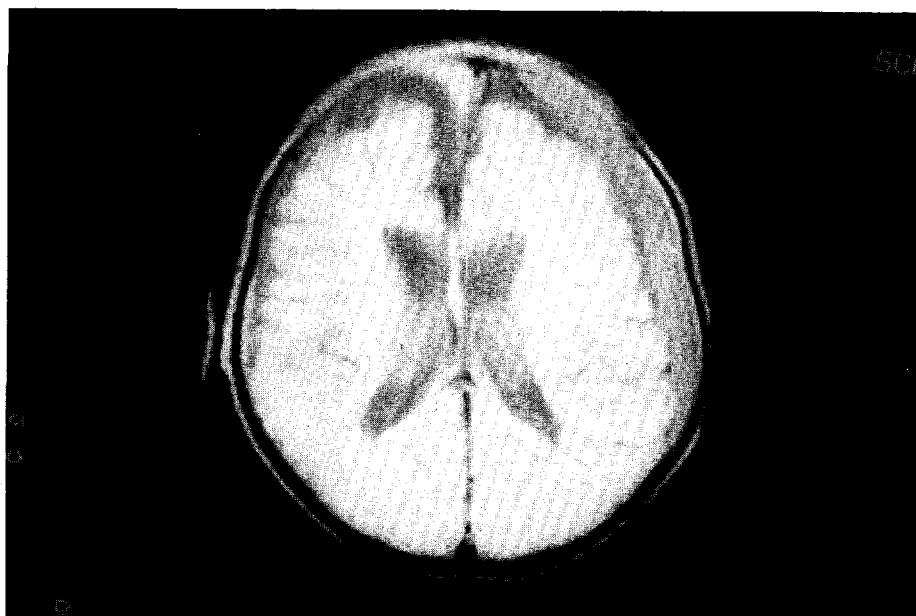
Brain MRI : Subdural hematoma was distributed in left parietotemporal area.
